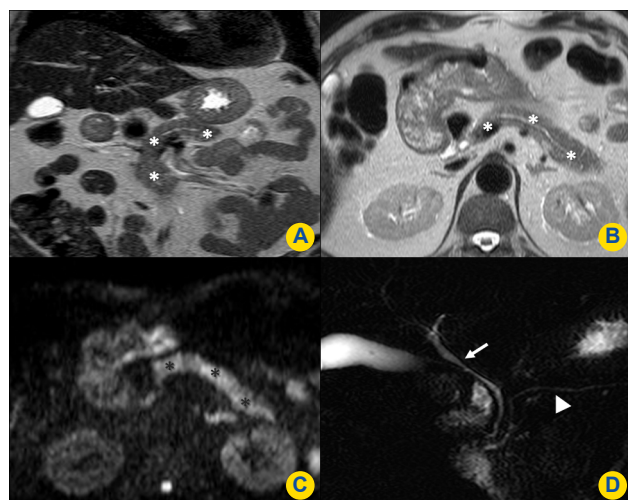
RM. Pancreatite auto-imune, após 4 semanas de tratamento. Sequências T2 nos planos coronal (A) e axial (B), difusão no plano axial ($b = 1000$) (C) e CPRM no plano coronal (D), revelando normalização das dimensões do pâncreas (*) e do seu sinal no estudo de difusão. Em (D) já não se observa dilatação das vias biliares (seta) e o canal pancreático principal apresenta normal calibre e é regular (cabeça de seta).
